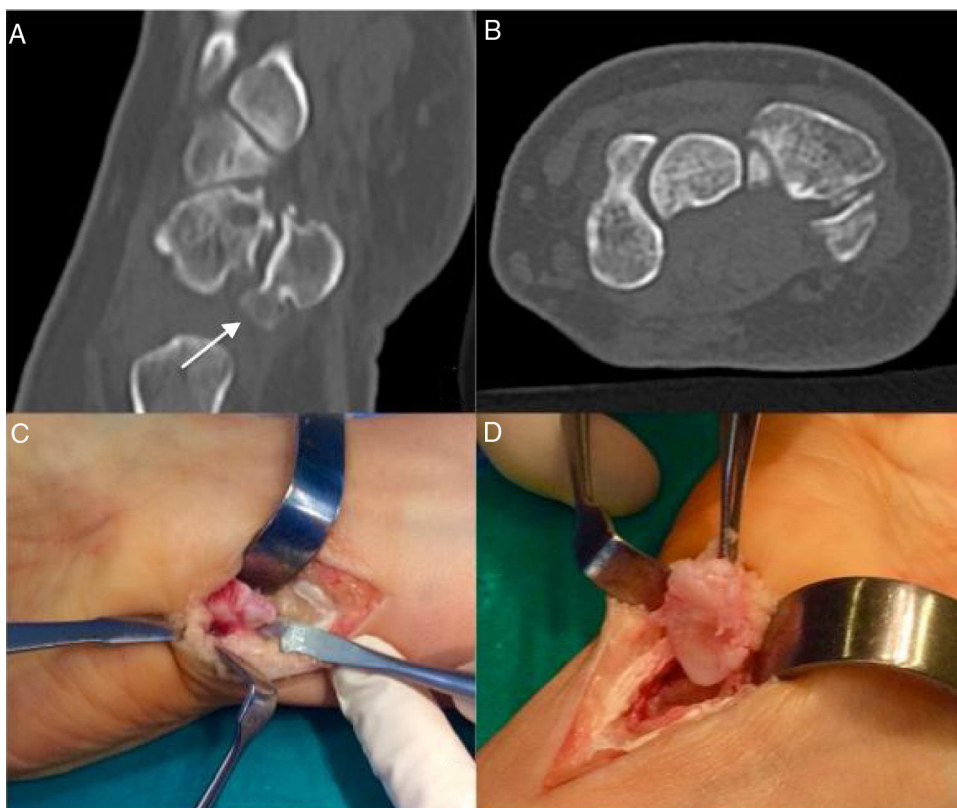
A-B) Tomografía computarizada del carpo. Se observa exostosis proximal de pisiforme con artrosis de articulación piso-piramidal con cuerpo libre en interlínea articular distal en la izquierda. C-D) Pieza quirúrgica. En la imagen C se visualiza cara volar de hueso pisiforme con exóstosis en polo inferior; en la imagen D se observa cara dorsal del mismo.
